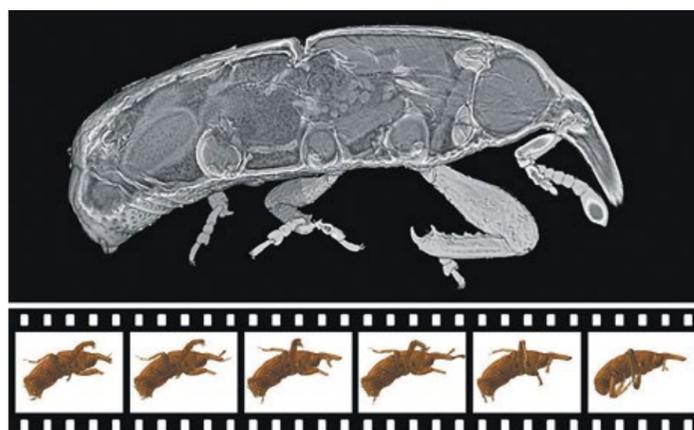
Auf dem 3-D-Röntgenbild sind die Hüftgelenke des Kornkäfers sichtbar, wie sie beim Klettern genau ineinandergreifen, zeigt nur ein 3-D-Röntgenfilm. Aufnahme: dos Santos Rolo et al., PNAS, 2014
